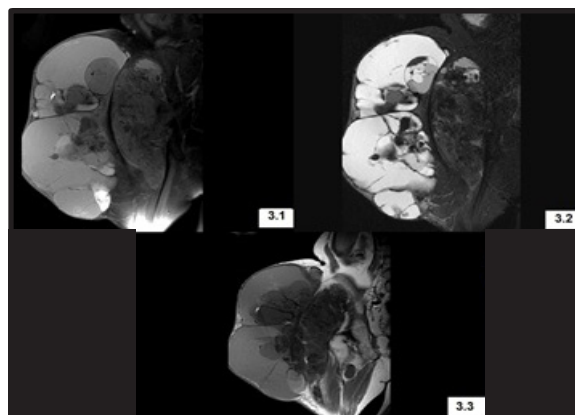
Resonancia magnética nuclear de cadera, 3.1) Corte coronal secuencia potenciada en T2, 3.2) Corte coronal secuencia en STIR con sustracción de grasa, 3.3) Corte axial secuencia en T1. Masa calcífica multilobulada de bordes definidos y calcificados de intensidad heterogénea y predominio hiperintenso en secuencias T2 y STIR e hipointenso en T1 ubicada en región de la cadera derecha, guardando adecuados planos de clivaje con tejidos óseos adyacentes.
